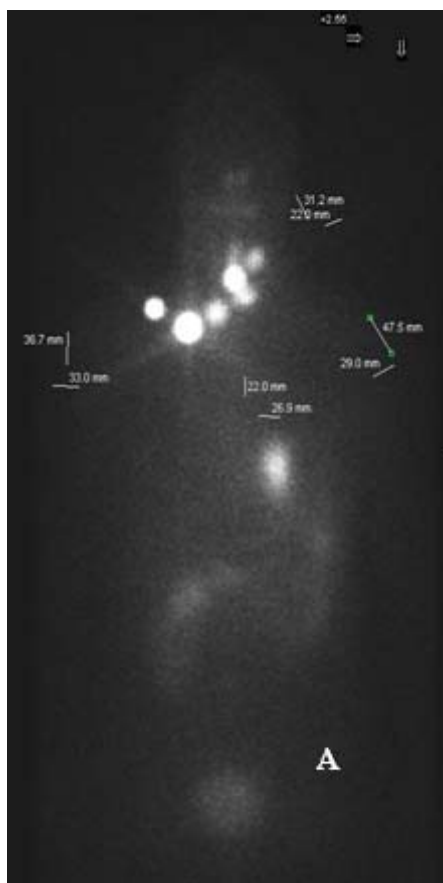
а) _Планарная сцинтиграфия всего тела после радиойодтерапии ^{131}I . Очаги гиперфиксации РФП в проекции ложа щитовидной железы и шейных лимфатических узлов с обеих сторон.
